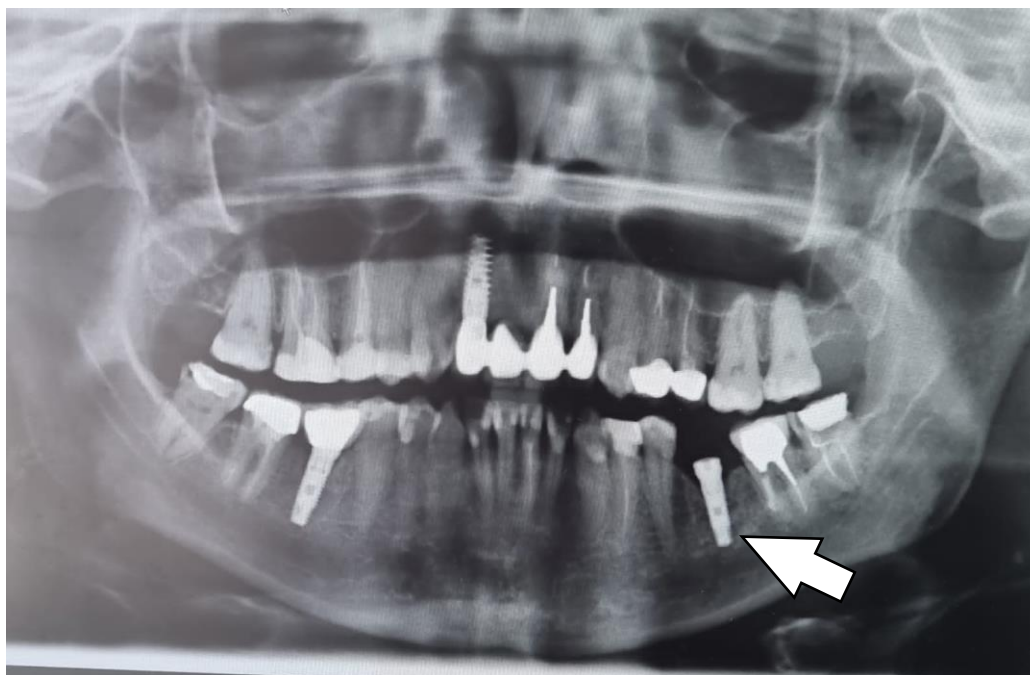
Компьютерная томограмма пациента Т. в послеоперационном периоде. Установленный имплантат в позиции зуба 3.5.
